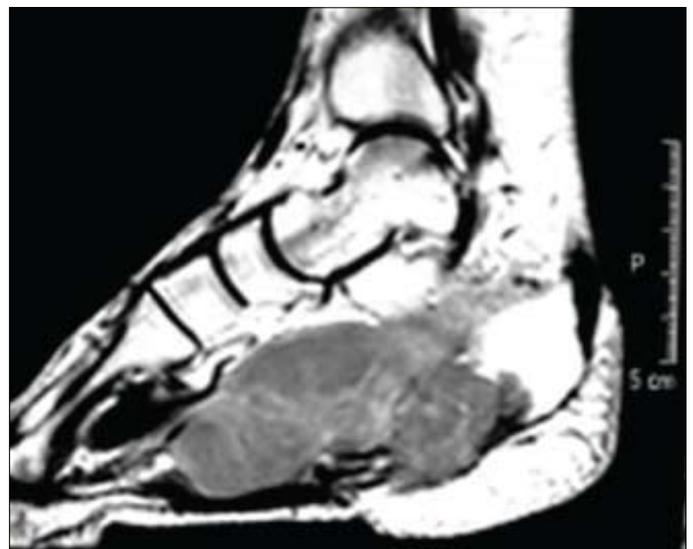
Ressonância magnética ponderada em T1 demonstrando massa volumosa de baixo sinal ocupando o túnel do tarso.
